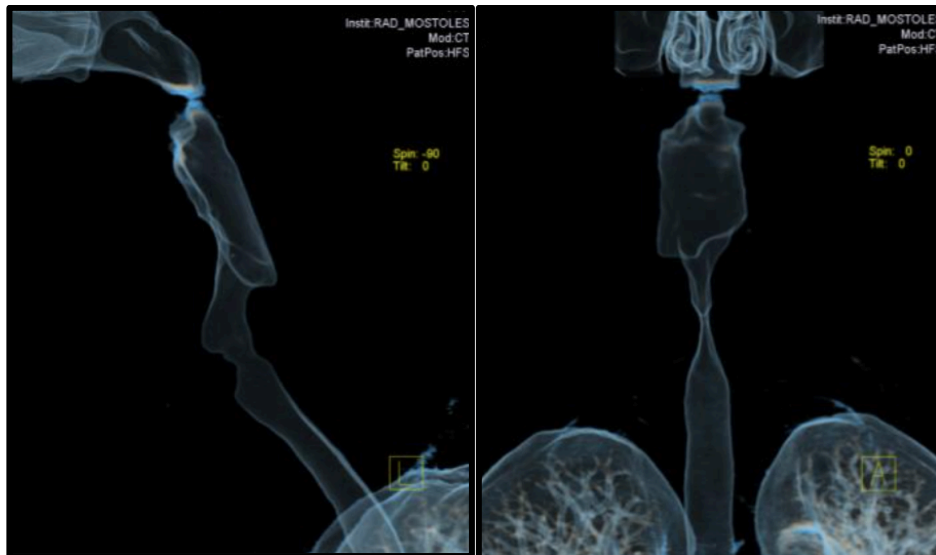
Estenosis glótica A. TC. Reconstrucción coronal. B.. TC. Reconstrucción sagital
